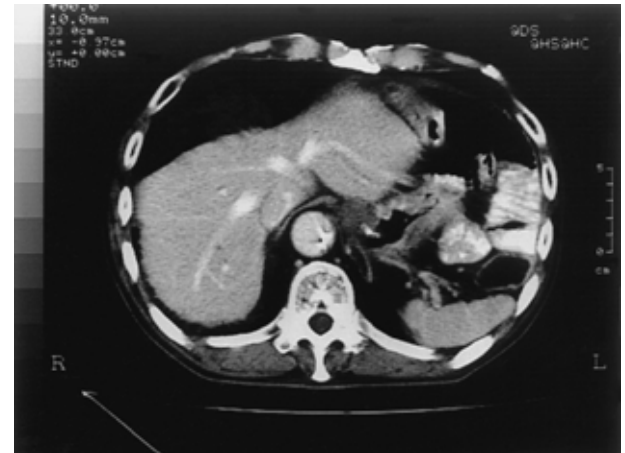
A) Contrast-enhanced CT scan after one cycle of hepatic arterial infusion chemotherapy reveals no the liver mass. B) CT scan image enhanced by contrast solution from the hepatic arterial infusion catheter reveals the liver mass only vaguely.
